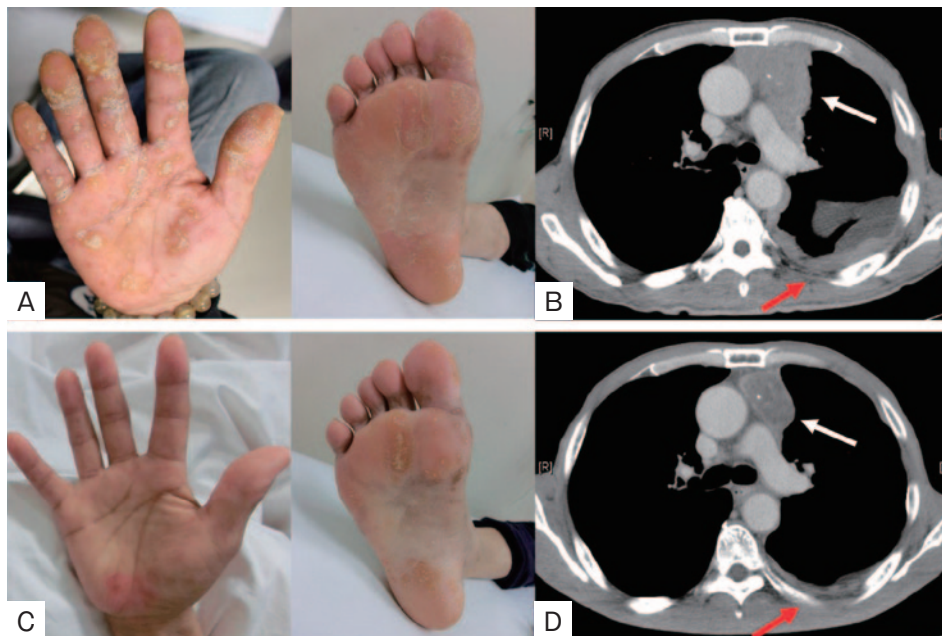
乾癬様皮疹および胸部画像所見. (A) 治療開始前. 手掌と足蹠に乾癬様皮疹を認めた. (B) 治療開始前. 胸部造影CTで前縦隔左側に石灰化を伴う約6.5cmの腫瘤を認め (白矢印), 上行大動脈, 肺動脈, 左前胸壁に接していた. 腫瘤内部には不均一な造影効果を認めた. 左胸膜にびまん性に不整な肥厚を認め (赤矢印), また左胸水貯留を認めた. リンパ節腫大は認めなかった. (C) ADCC 1コース, 放射線治療終了後. 手掌と足蹠に認めた乾癬様皮疹は改善した. (D) ADCC 1コース, 放射線治療終了後. 胸部造影CTで前縦隔左側の腫瘤 (白矢印), 左胸膜肥厚 (赤矢印) は改善を認めた.
